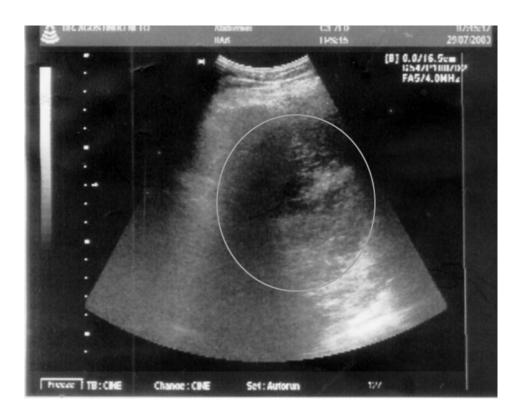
Caso 1. Ultrasonido que muestra imagen compleja en el bazo, que mide $130 \times 55 \text{ mm}$.
